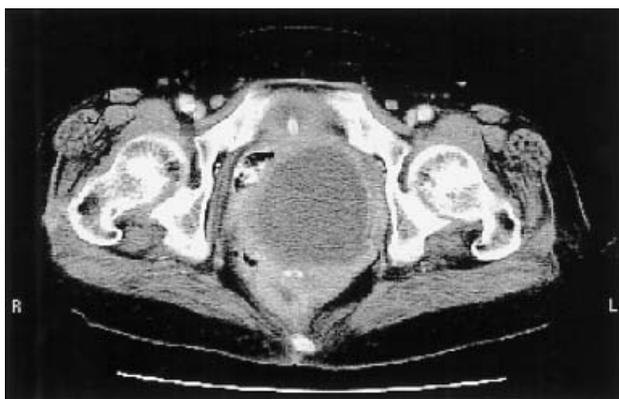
腹部骨盤 CT 検査：骨盤内に10cm 大の腫瘤像を認めた。直腸，腔との境界は不明瞭だった。
